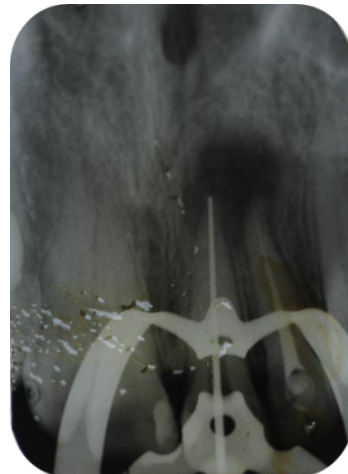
Radiografia periapical mostrando o CRT 19mm. 24/09/2015
